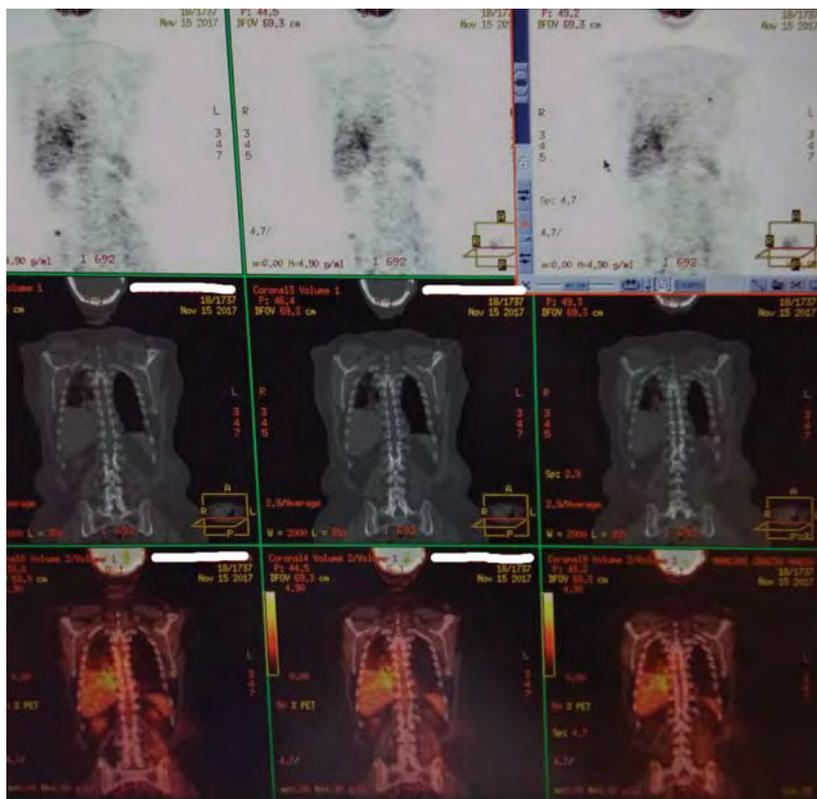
PET-TC. Staging di Carcinoma polmonare in cui si evidenziano primitività polmonare, metastasi linfonodali e scheletriche.
